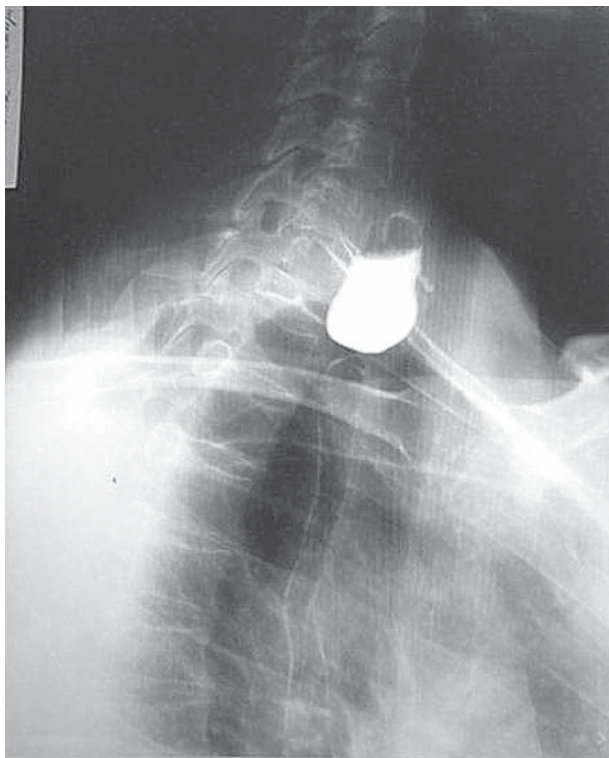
Рентгеноконтрастне дослідження дивертикулів різного розміру
